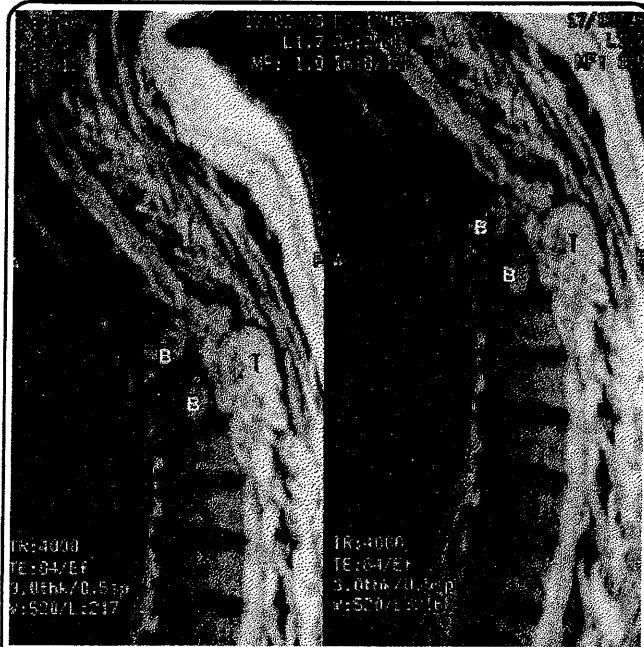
Две боковых магниторезонансных томограммы грудного отдела позвоночника в Т2-взвешенном режиме, на которых видно замещение тел двух позвонков (В) опухолью
